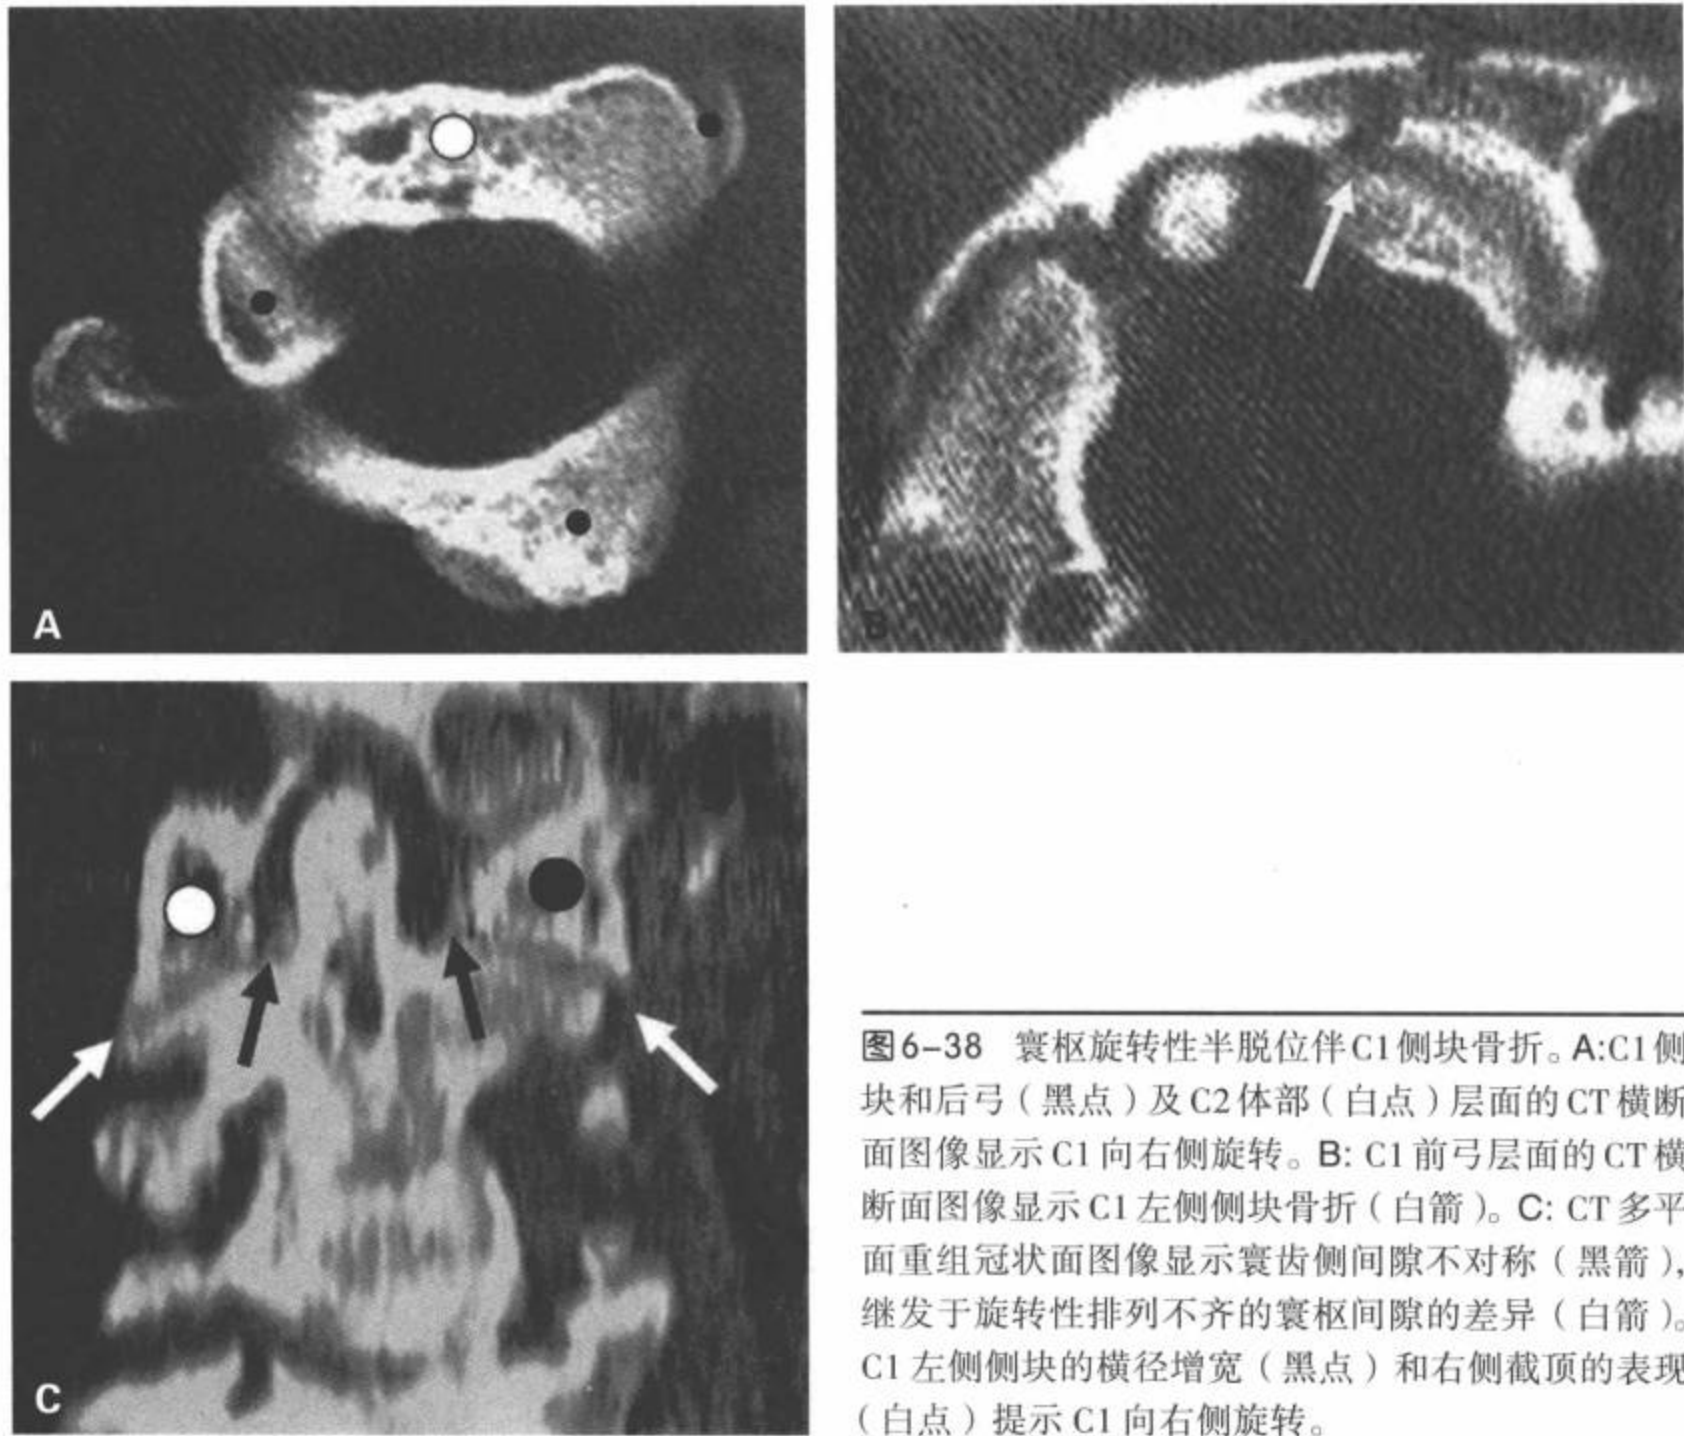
寰枢旋转性半脱位伴C1侧块骨折。A: C1侧块和后弓(黑点)及C2体部(白点)层面的CT横断面图像显示C1向右侧旋转。B: C1前弓层面的CT横断面图像显示C1左侧侧块骨折(白箭)。C: CT多平面重组冠状面图像显示寰齿侧间隙不对称(黑箭), 继发于旋转性排列不齐的寰枢间隙的差异(白箭)。C1左侧侧块的横径增宽(黑点)和右侧截顶的表现(白点)提示C1向右侧旋转。
